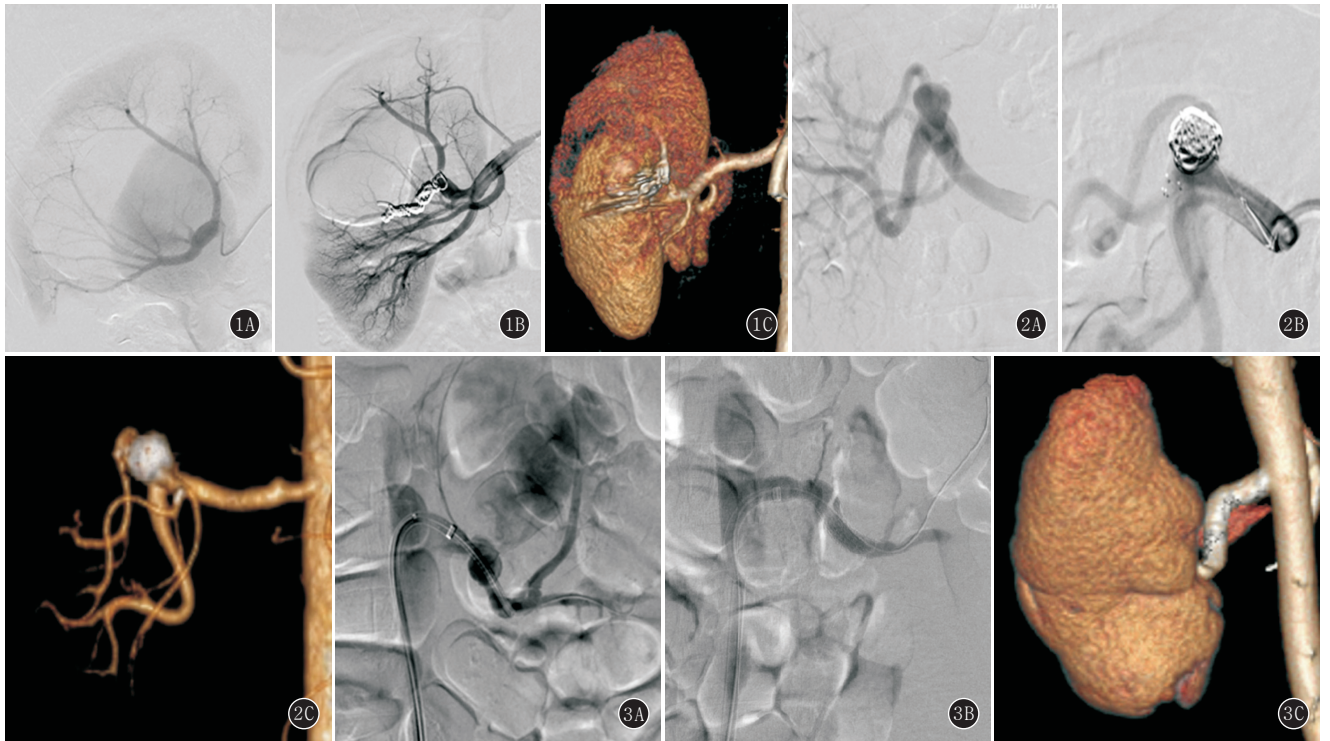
~C 男, 28 岁, 肾实质内动脉瘤。A, B, PVA 联合弹簧圈栓塞载瘤动脉前后造影; C. 术后 1 月复查 CTA 重建 图 2A~C 男, 52 岁, 肾动脉一级分支处动脉瘤。A, B, 支架辅助下肾动脉瘤栓塞前后造影; C. 术后 3 月复查 CTA 重建 图 3A~C 女, 36 岁, 孕 14 周, 肾动脉主干动脉瘤破裂出血。A, B, 单纯覆膜支架置入前后造影; C. 术后 3 月复查 CTA 重建
